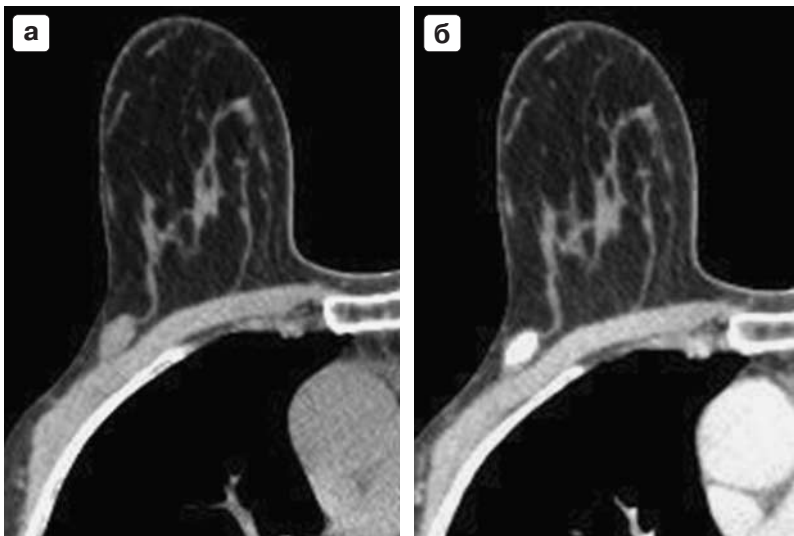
а, б. МСКТ-маммограммы больной Б., 57 лет, до и после болюсного внутривенного контрастирования. Рак правой молочной железы. Мультипланарная реконструкция, аксиальная проекция. Пристеночное расположение опухоли овальной формы с четкими контурами. Накопление контрастного вещества четко определяет злокачественность образования, а также отсутствие признаков инвазии в переднюю грудную стенку.
